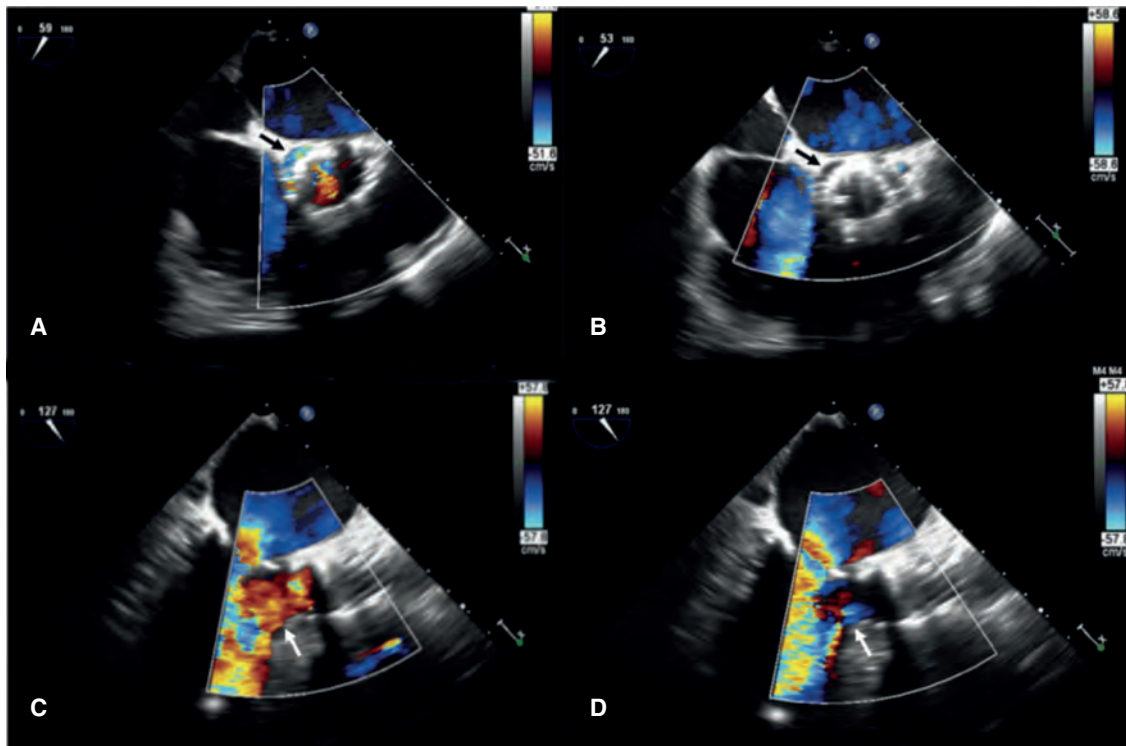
Ecocardiografía transesofágica: vista transversal del anillo aórtico (A, B) y tres cámaras (C, D). A, C: antes del implante percutáneo de válvula aórtica, chorro de regurgitación hacia el ventrículo izquierdo (flechas). B, D: después del implante percutáneo de válvula aórtica no se detecta chorro de regurgitación aórtica (flechas).
